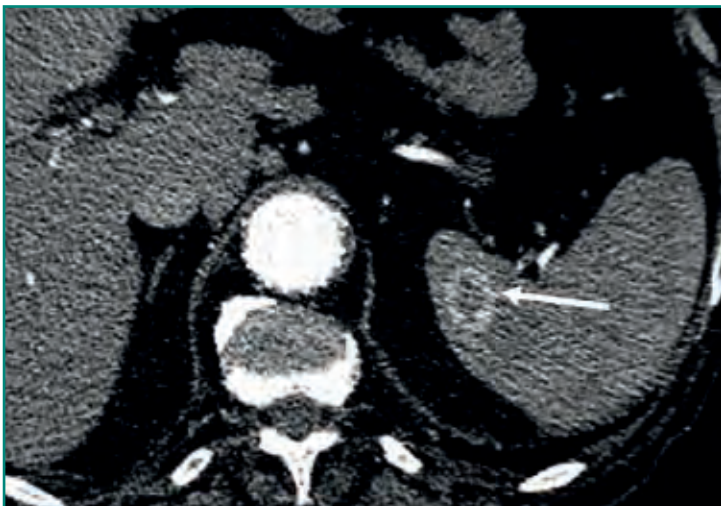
TC abdominal en fase arterial en la que se observa una lesión con realce arterial periférico compatible con un hemangioma.
